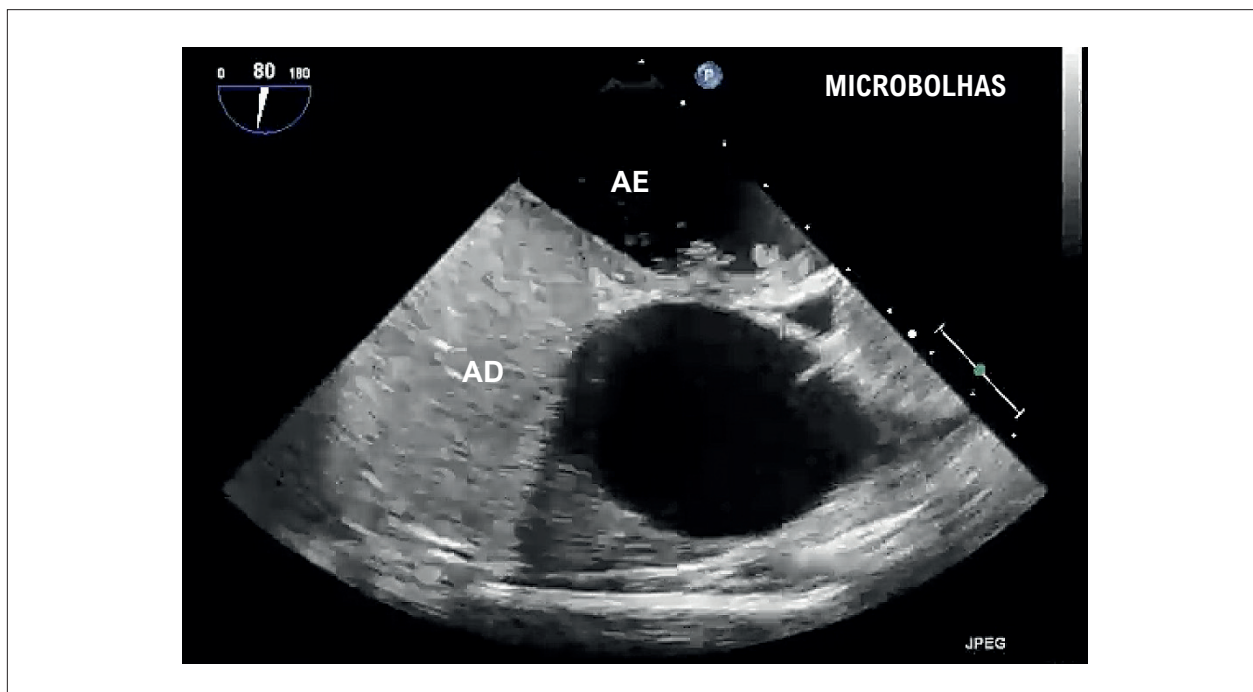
Ecocardiografia transesofágica demonstrando opacificação do AD após a infusão de contraste com solução salina agitada por acesso venoso periférico, com passagem precoce de microbolhas para o AE através de FOP. AD: átrio direito; AE: átrio esquerdo; FOP: forame oval patente.
